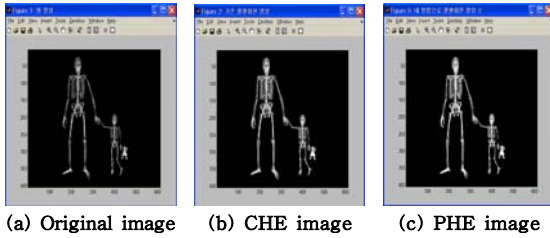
Histogram equalization results of 611×404 pixels Xray-parent medical image.
